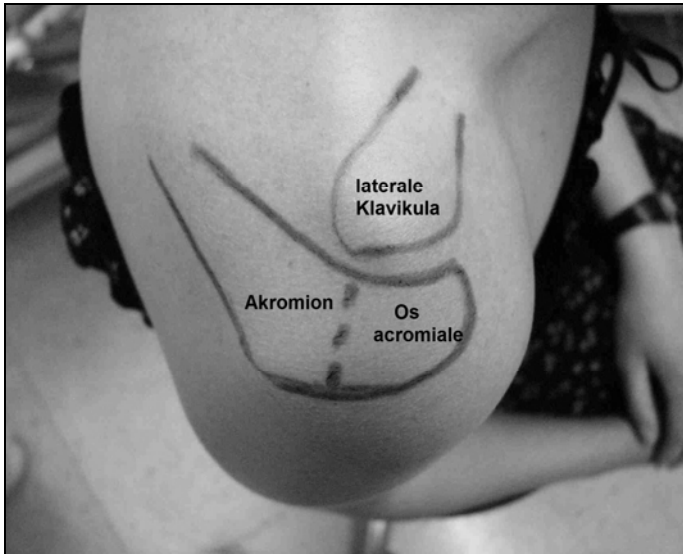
Anatomische Verhältnisse bei der sonographischen Untersuchung eine Os akromiale. Die gestrichelte Linie zeigt die zu erwartende Stelle der nicht verknöcherten Epiphyse im Akromion bei einem Os akromiale.
